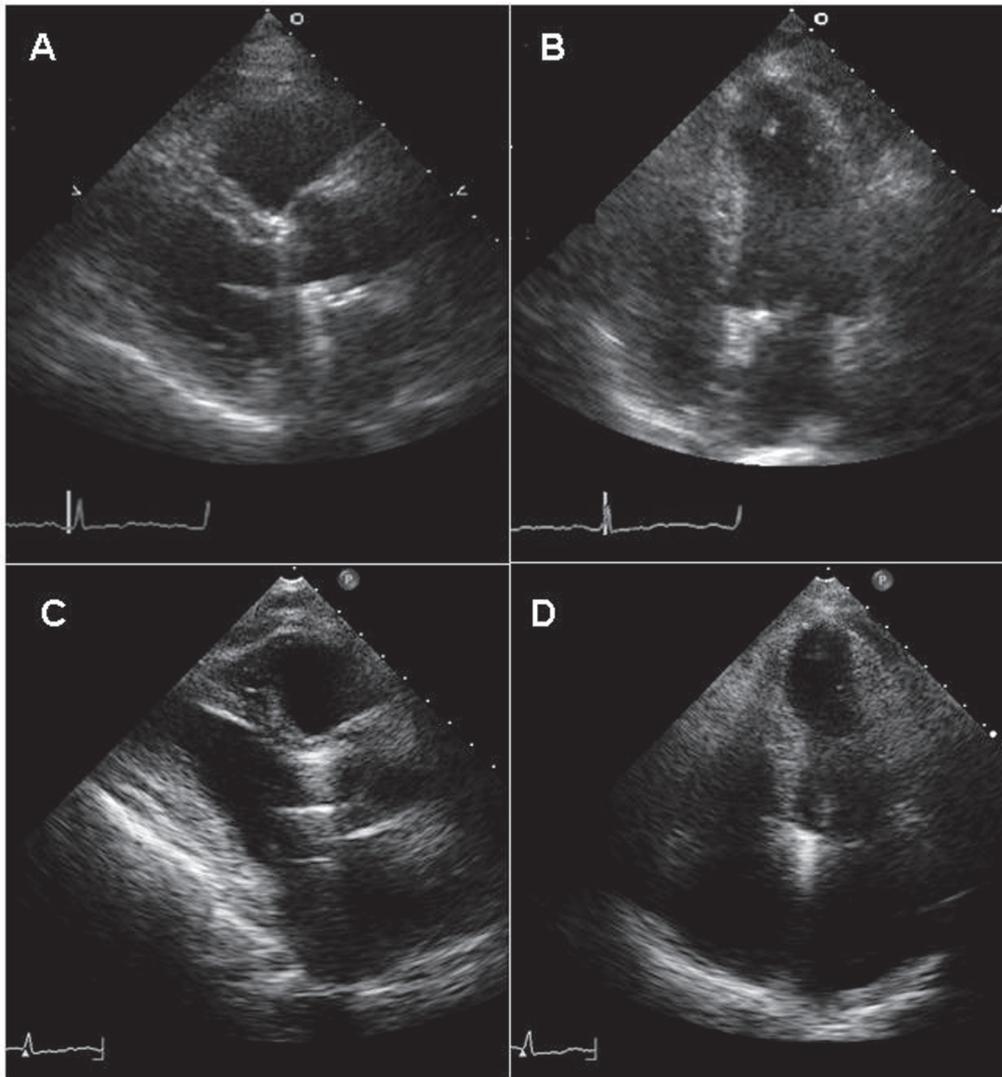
断層心エコー図所見 (左: 傍胸骨左室長軸拡張末期像, 右: 心尖部四腔拡張末期像). 2年前の記録 (A, B) では左室, 左房形態とも正常であったが, 入院時 (C, D) には左室の縮小および左房拡大を認める. 両時点とも左室壁運動は良好であった. 心膜の肥厚および硬化を明確に示唆する所見は認めない (A, B: 2006年; C, D: 2008年).
